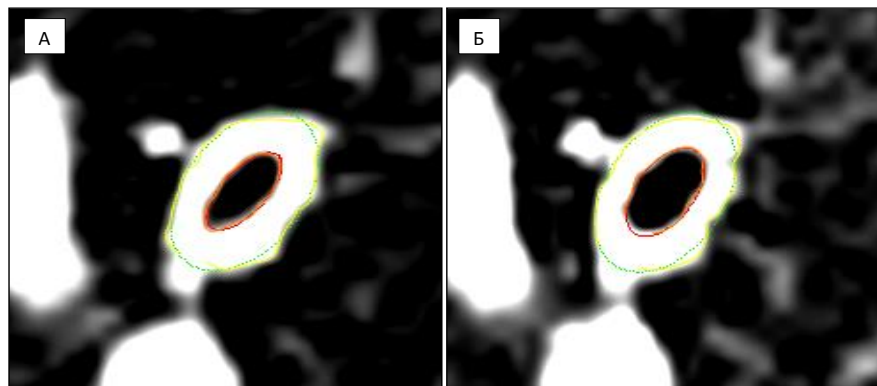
Измерение параметров поперечного среза сегментарного бронха V10 правого легкого на аксиальных срезах КТ. А – до лечения пневмонии. Б – после лечения пневмонии. Отмечается уменьшение толщины стенки бронха и увеличение его внутреннего диаметра при контрольном исследовании.
